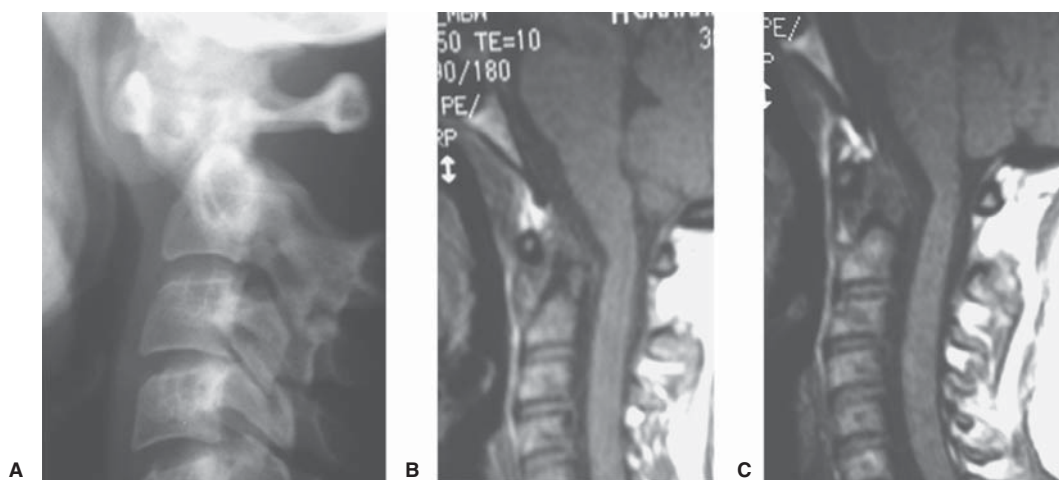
Artritis reumatoide de la columna cervical. A) Radiografía convencional: proyección lateral de columna cervical en la cual se observa desplazamiento anterior de C1 sobre C2, pérdida de la relación articular C1 y C2 por luxación atlantoaxial, irregularidad de la apófisis odontoides. B) y C) RM eco de espín con información T1, en el plano sagital se observa tejido de señal intermedia que se interpone entre la apófisis odontoides erosionada y el arco anterior del atlas corresponde al *pannus*.
